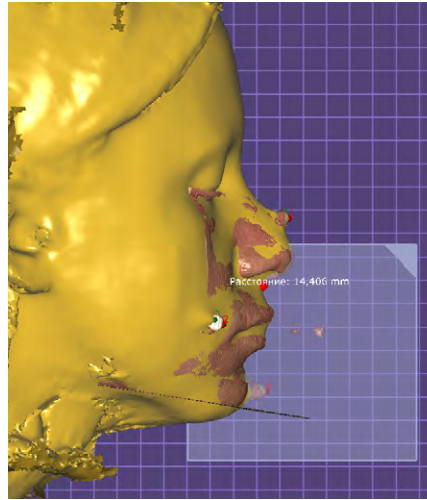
Расстояние между точками A—A', полученное при совмещении по реперным объектам данных компьютерной томографии с 3D-сканом лица ObiScanner в программе Exocad
